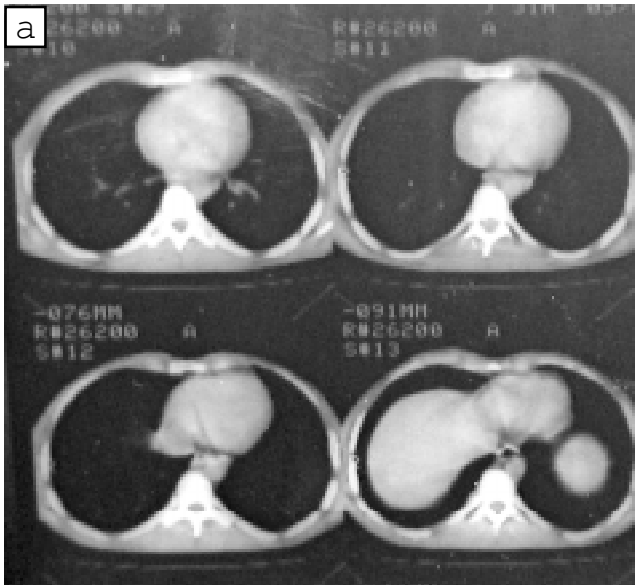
Комп'ютернотомографічні скани органів грудної клітки та черевної порожнини: збільшення лімфатичних вузлів немає
